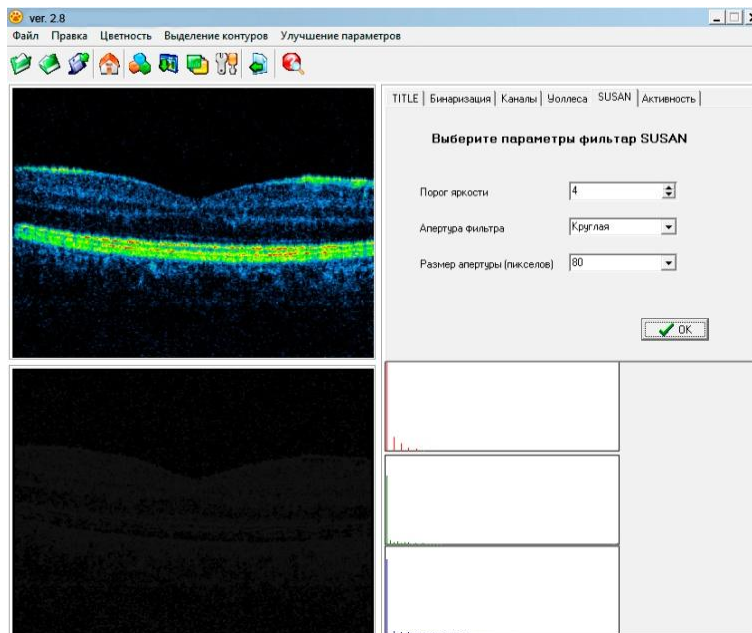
Результат застосування методу *SUSAN* при обробленні томограми ока
